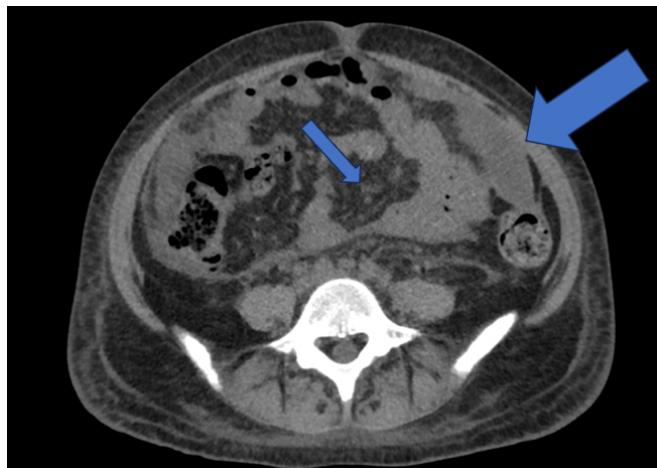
TC sem contraste no plano axial demonstrando líquido livre (seta larga) e espessamento peritoneal (seta fina) – Caso do HUB).
